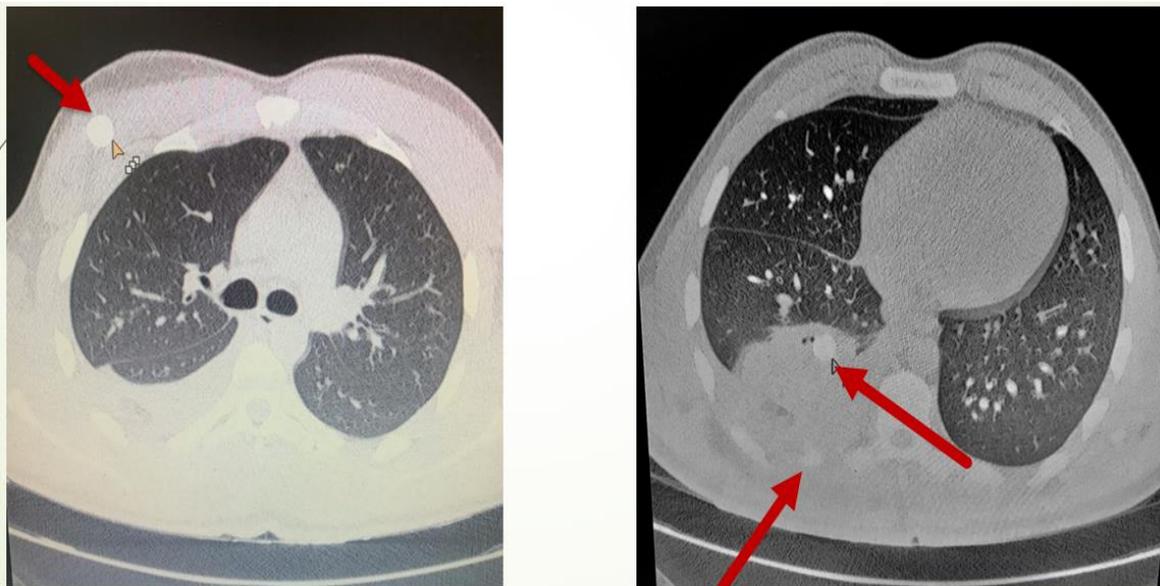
Компьютерные томограммы груди пациента Ц. 22 лет (данные травмоцентра I уровня ГБУЗ АО АОКБ)
